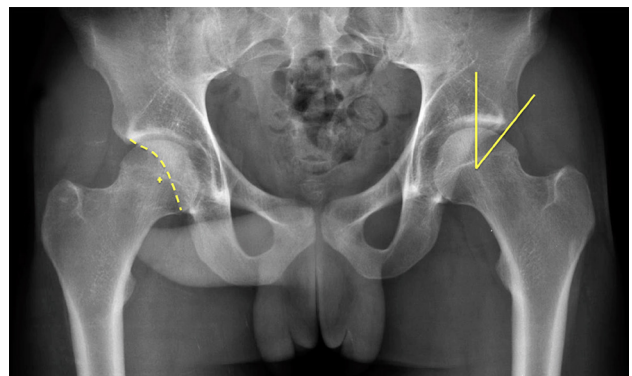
Radiografía anteroposterior de ambas caderas donde observa: signo de la pared posterior negativo encontrando en centro de rotación de la cadera derecha a lateral de la pared posterior del acetábulo y medición del ángulo centro-borde a nivel de la cadera izquierda.
